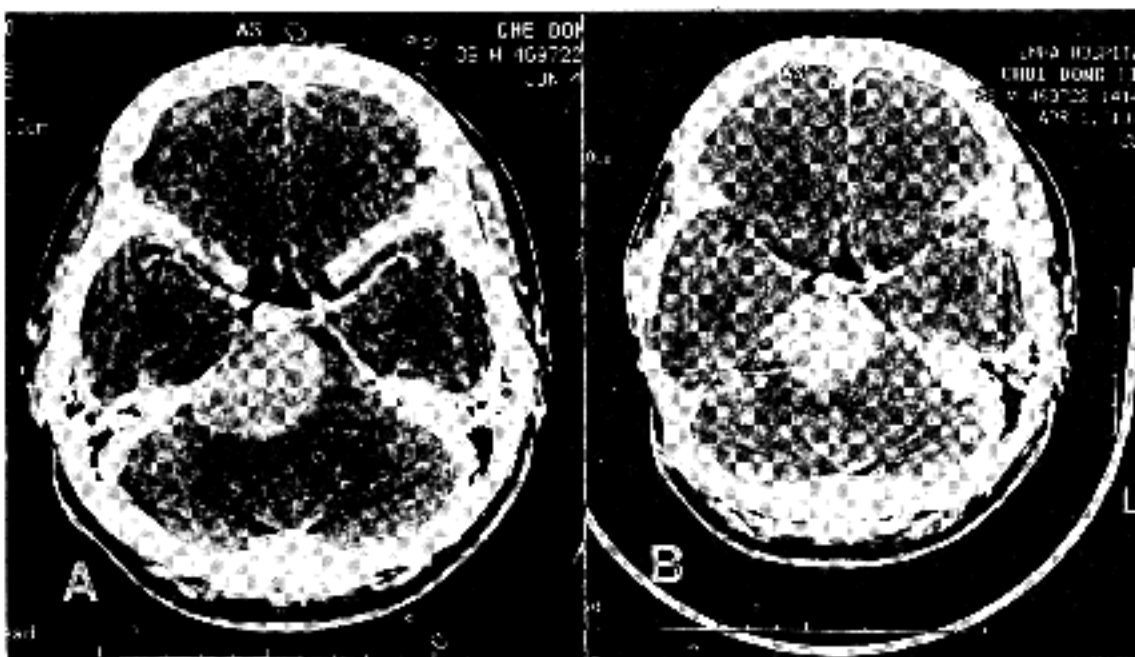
Preoperative CT scan showed a well defined 4.0×3.8 cm sized high attenuated mass at the right petroclival area(Fig. 1A). One year after operation, a recurrent, 3.9×2.9 cm sized, high attenuated mass was seen at the same area(Fig. 1B).
